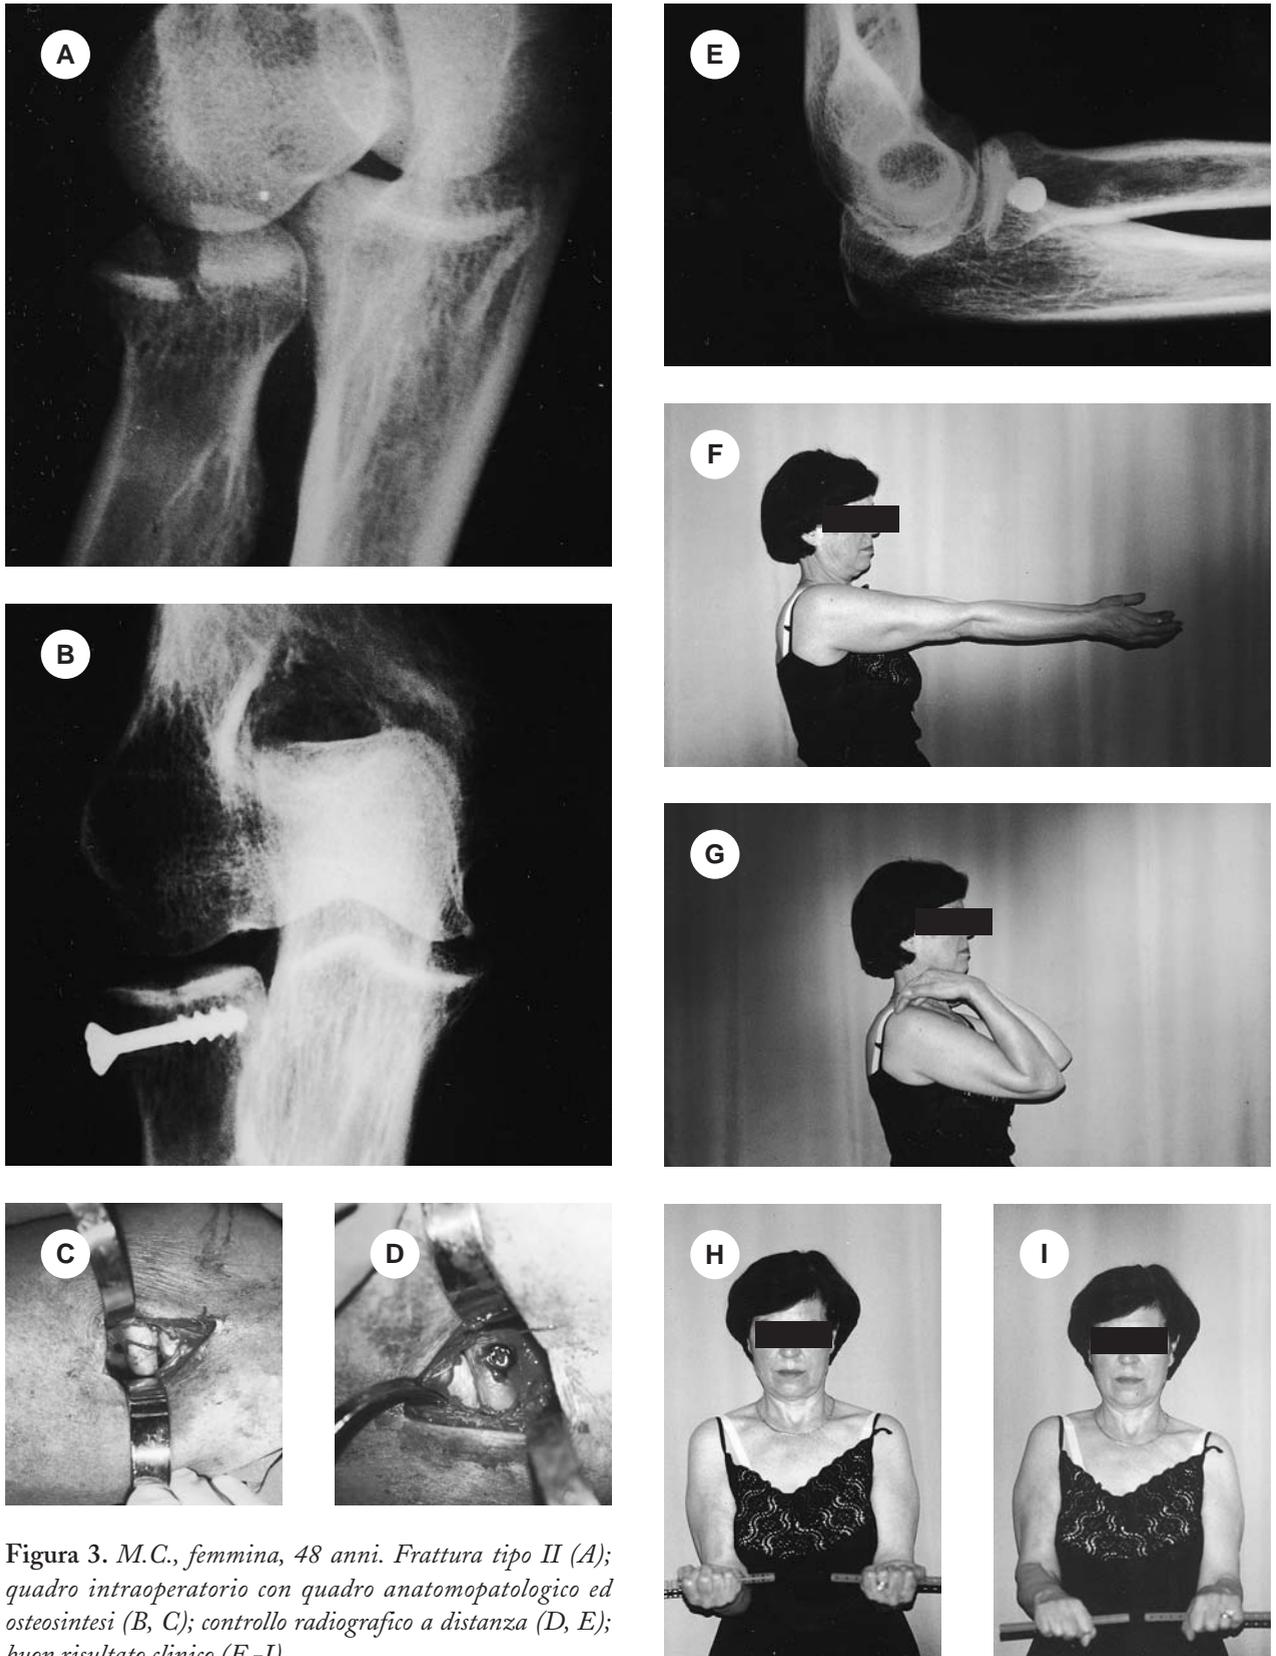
M.C., femmina, 48 anni. Frattura tipo II (A); quadro intraoperatorio con quadro anatomopatologico ed osteosintesi (B, C); controllo radiografico a distanza (D, E); buon risultato clinico (F-I)
